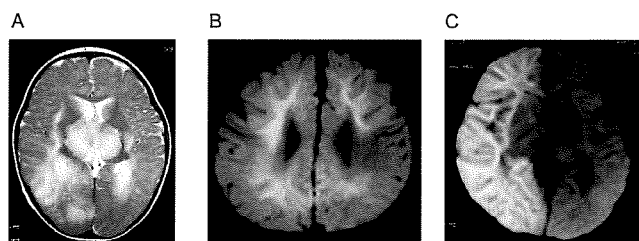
初感染時HHV-6B脳炎・脳症における各臨床病型の頭部MRI所見³⁾
